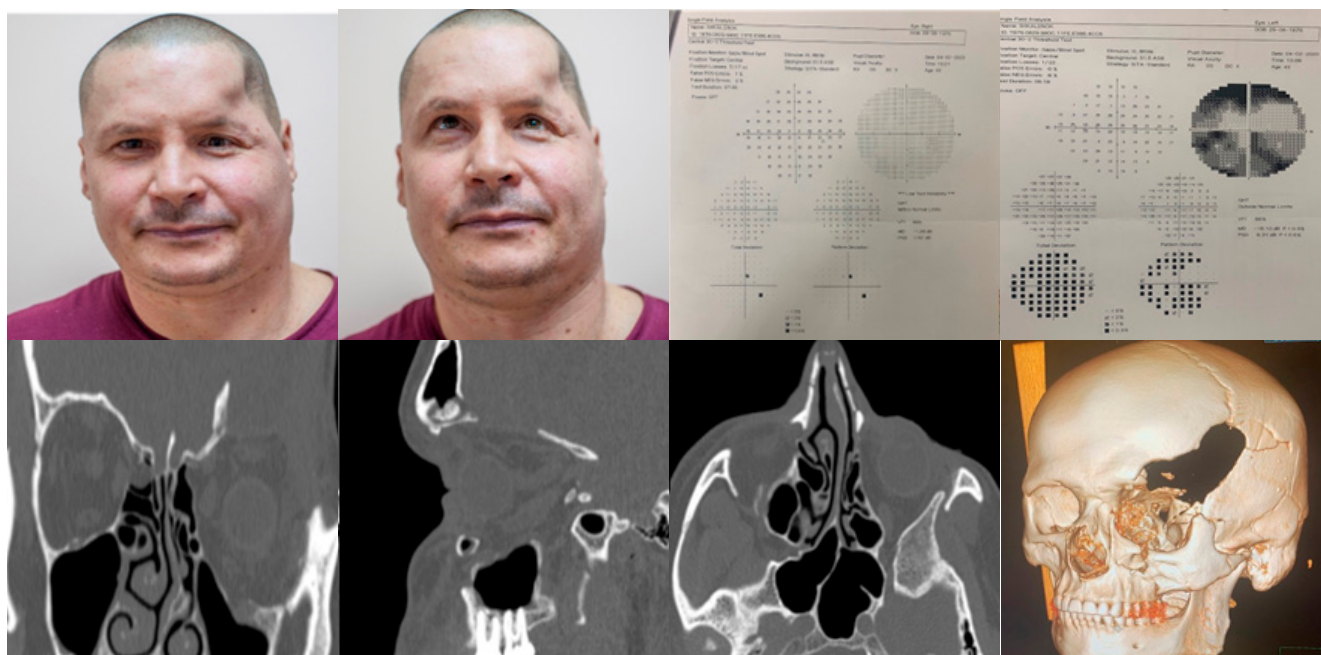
Внешний вид пациента, данные АСП и МСКТ до операции А, Б – внешний вид пациента при поступлении; В, Г – результаты АСП пациента Ш. до операции (В-правый глаз, Г-левый глаз). МСКТ до операции: Д – коронарная проекция, И – сагиттальная проекция, К – аксиальная проекция. Л – трехмерная реконструкция черепа: перелом скулоглазничного комплекса III типа слева, перелом назоорбитоэтмоидального комплекса типа, посттравматический дефект височной и лобной кости, основания передней черепной ямки слева.
